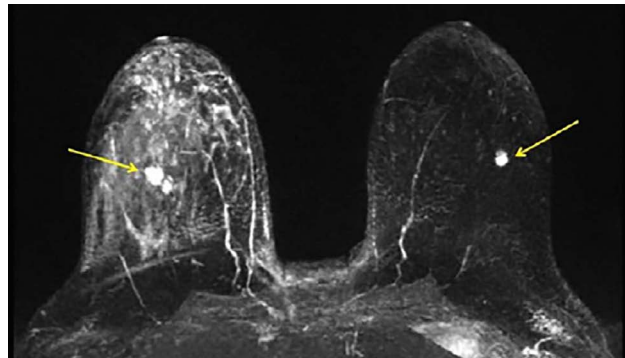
La IRM en reconstrucciones MIP (maxima intensidad de proyección) confirma un nódulo mamario derecho, pero revela otro más en el mismo radio y otro en la mama izquierda que no fue visto en la mastografía, multifocalidad y bilateralidad.
